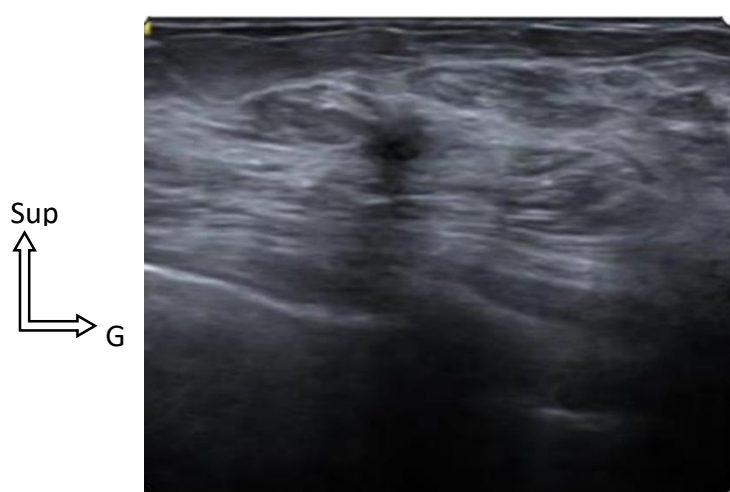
image échographique d'un carcinome lobulaire infiltrant [39]
